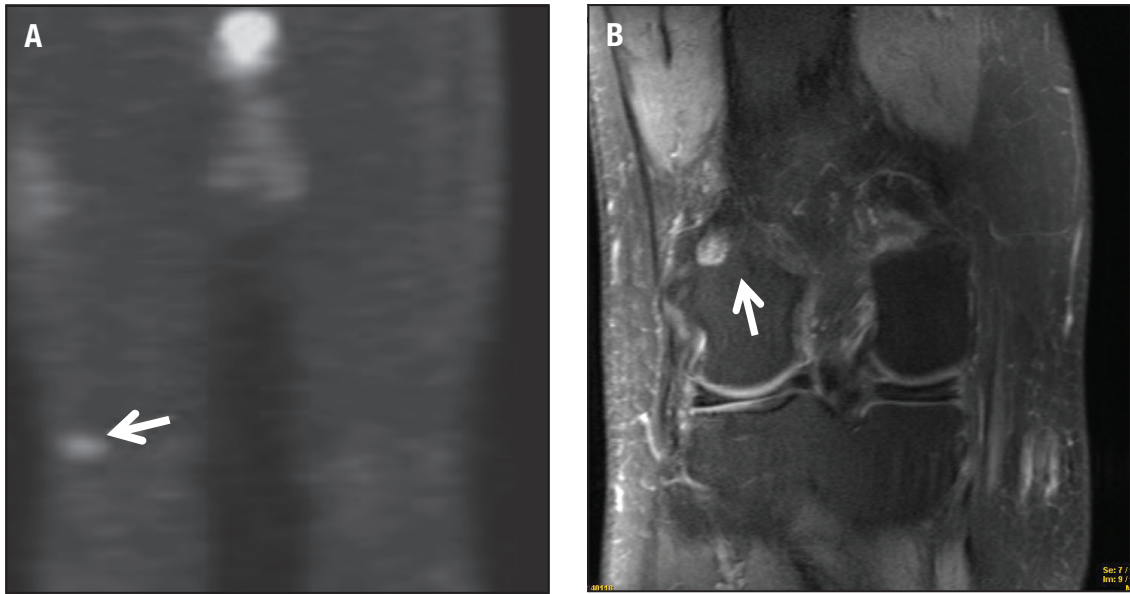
A. Centellograma con octreotide para localizar tumores mesenquimáticos inductores de osteomalacia. Obsérvese la localización en el cóndilo femoral derecho (flecha). B. Resonancia Nuclear Magnética: se comprueba tumor en localización posterior del cóndilo externo derecho del fémur (flecha).
